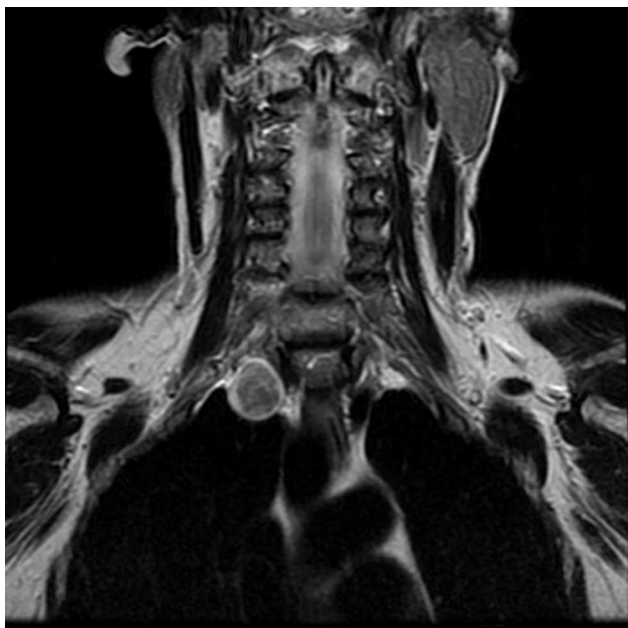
Resonancia magnética. Secuencia coronal en T2. Señal heterogénea, iso/hiperintensa, con cápsula.
